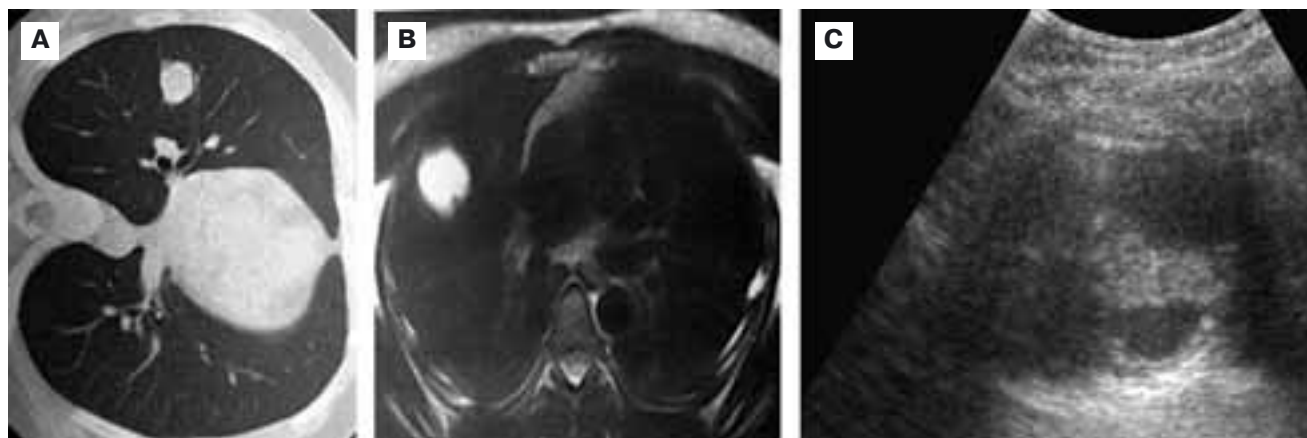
Эхинококк правого легкого: А (КТ) — в правом легком определяется мягкотканое образование (39 ЕН) овальной формы; В (МРТ в T2-ВИ) — гиперинтенсивный сигнал указывает на жидкостной характер изменений, гипоинтенсивные перегородчатые структуры внутри кисты; С (УЗИ) — определяется многослойная капсула, наличие в кисте эхогенной взвеси
